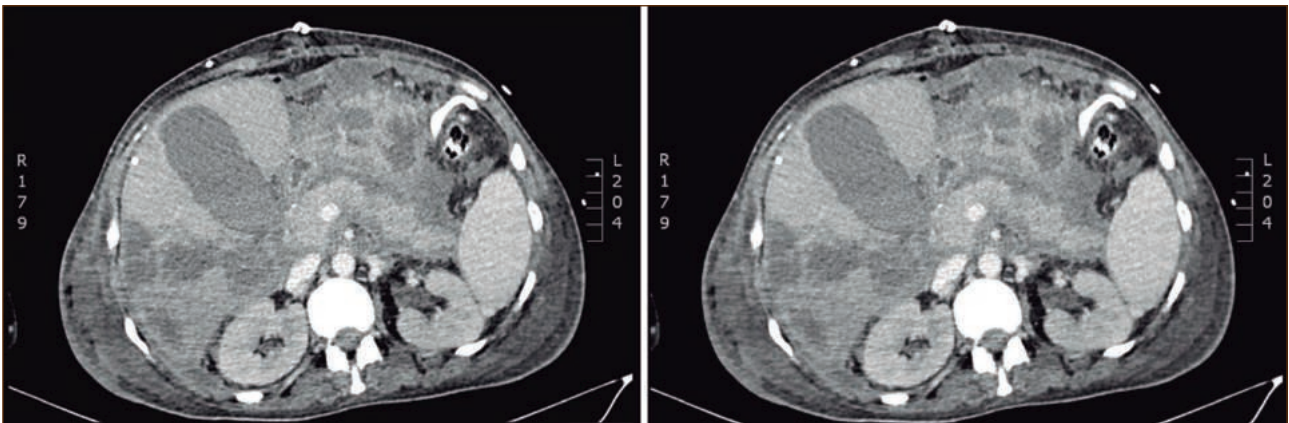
TC abdominal 07/12/2015.
